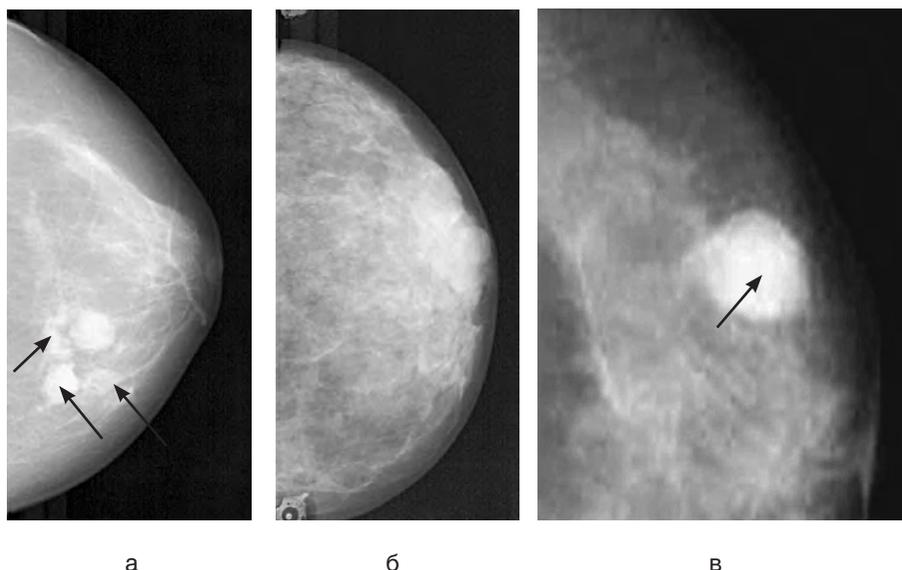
Рентгенологические картины ДДМЖ: а — мелкокистозные изменения (показаны стрелками); б — диффузные аденозные изменения; в — киста молочной железы с внутрикистозной папилломой (показана стрелкой)
